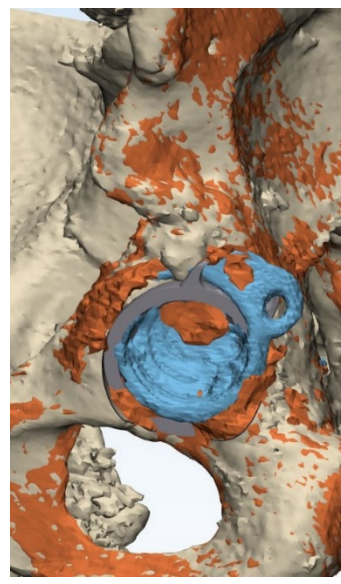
Сопоставленные модели реконструкции предоперационной и послеоперационной томограмм
